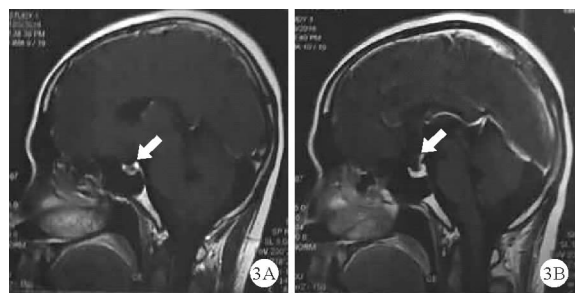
患者放疗后复查 MRI 增强检查结果: 矢状位提示鞍区肿块消失
